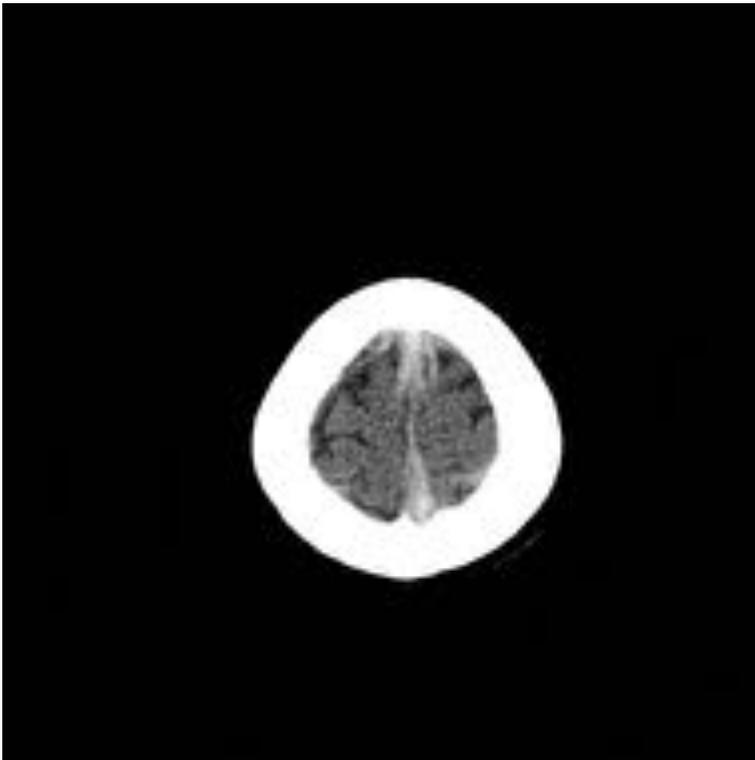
Misma paciente que en la Fig. 1. TC craneal sin introducción de CIV. Signo de la cuerda hiperdensa en venas corticales parietales superiores.
